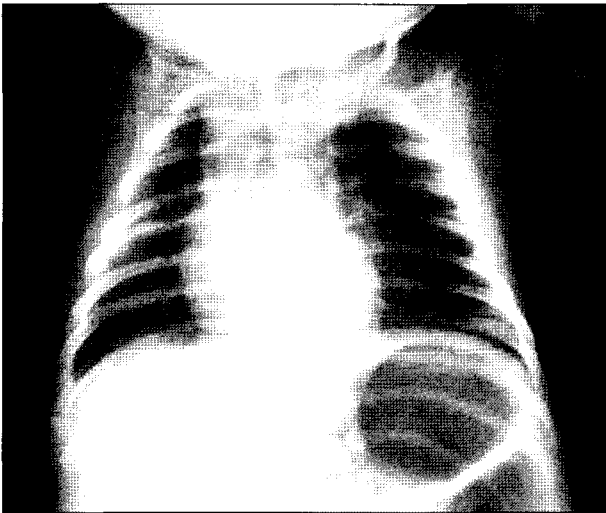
Postoperative chest X-ray showing no cystic lesions of the right upper lobe and reexpansion of the remained normal lung parenchyma.
